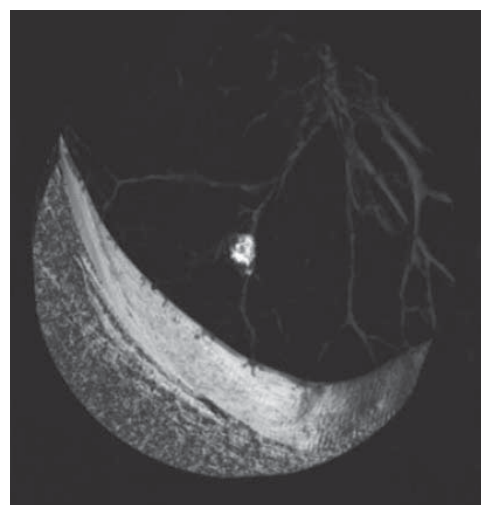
КТ-изображение малого образования в легком у того же больного: новообразование требует уточненной диагностики (Nature Reviews Cancer)
